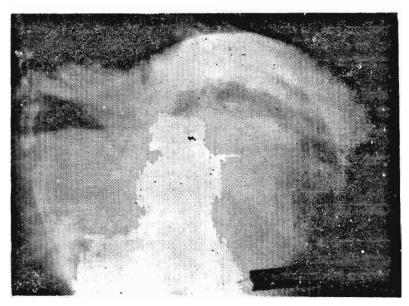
Radiografía de tórax perfil, en posición de píe. Cavidad hidroaérea en la porción superior del hígado, hasta donde llega la sonda de drenaje.
